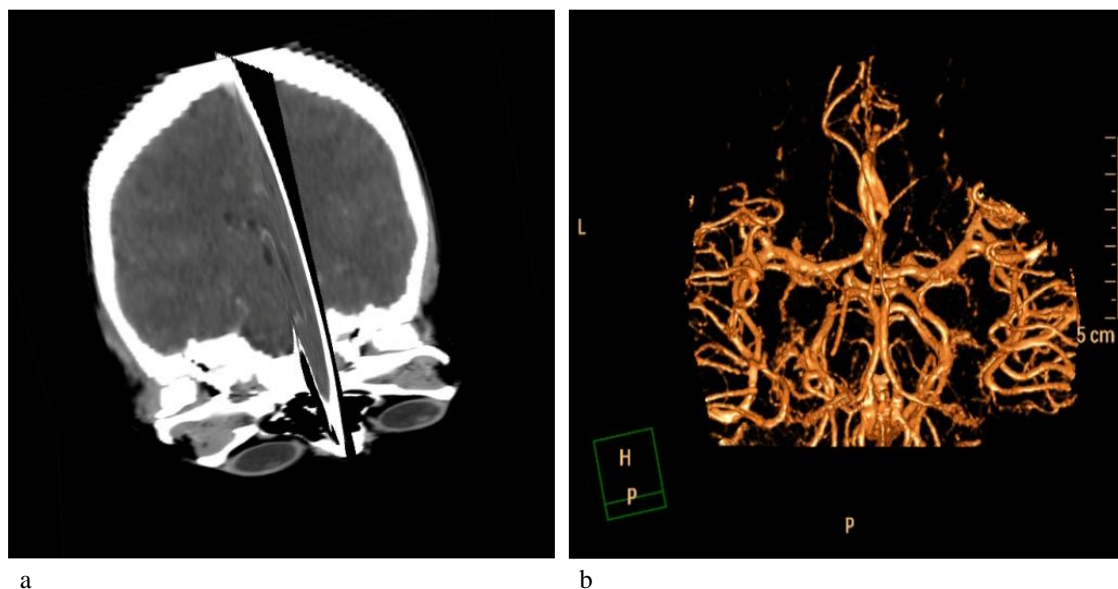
Reconstrucciones tridimensionales en estación SyngoVia de Siemens (a) y reconstrucción volumétrica de la vasculatura del polígono de Willis en estación de trabajo Brilliance Workspace de Philips (b) a partir de estudios de TC convencional y de angioTC, respectivamente.
